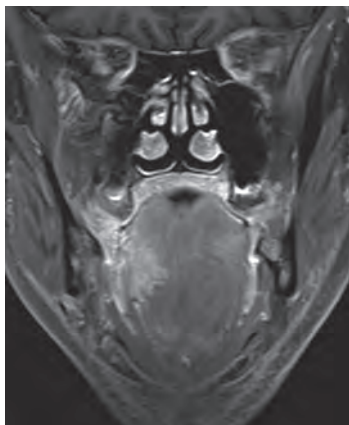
Больной А. через 2 мес после химиолучевого лечения — выраженный частичный ответ. МРТ с внутривенным контрастированием (T1-ВИ), коронарный срез проходит через задние отделы полости носа и корень языка, определяется ограниченная остаточная опухоль в области корня, подвижной части языка, прилежащих отделов боковой стенки ротоглотки
